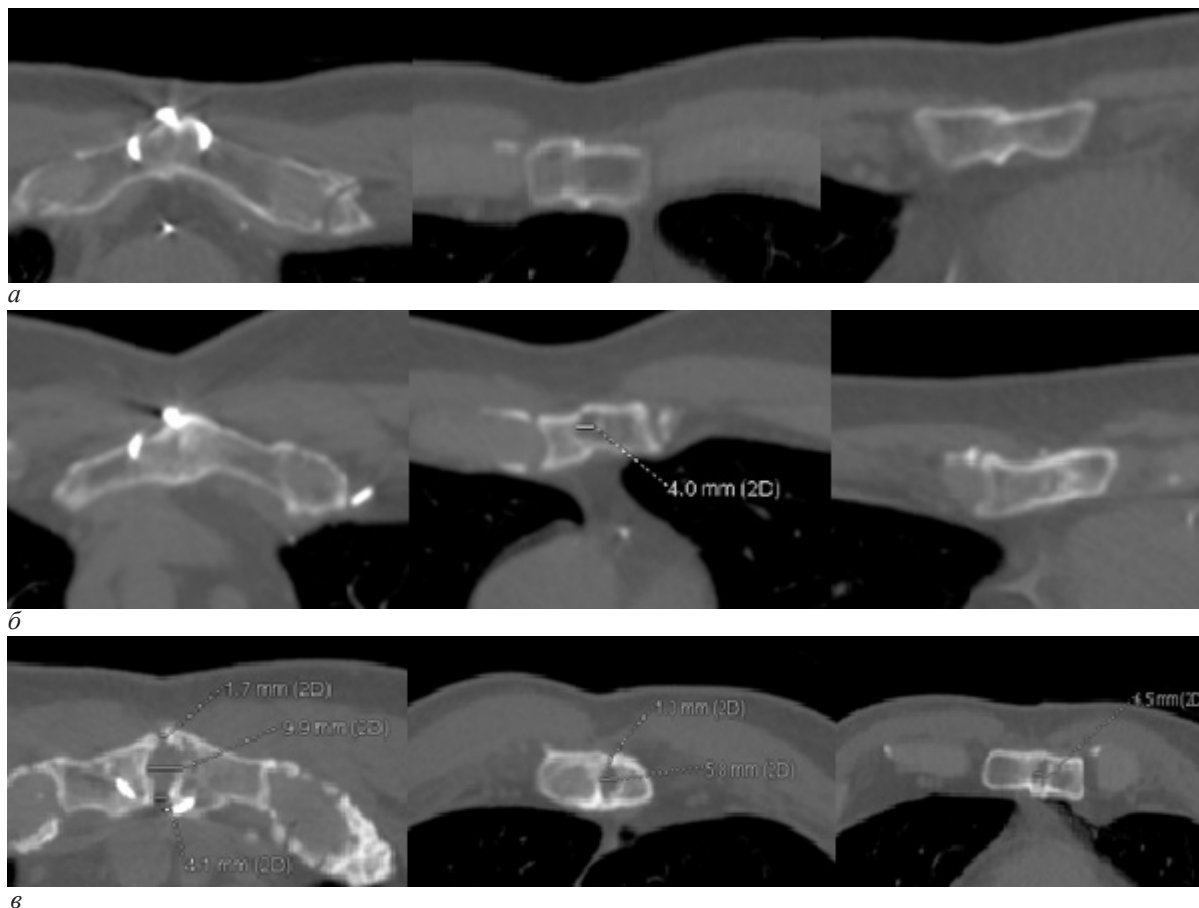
КТ-изображение пациента 2-й группы в среднесрочном периоде (12 месяцев): а – на всем протяжении грудины участков расхождения/разрыва костной ткани не выявлено; б – в области рукоятки грудины участки расхождения не визуализируются; в верхней половине тела грудины визуализируется диастаз 4 мм; в нижней половине грудины отмечается участок разрыва костной ткани с непрерывным контуром кортикального слоя – неполное сращение; в – в области рукоятки грудины определяется диастаз 10 мм; в верхней половине тела грудины определяется диастаз 6 мм; в нижней половине тела грудины определяется диастаз 6,5 мм
